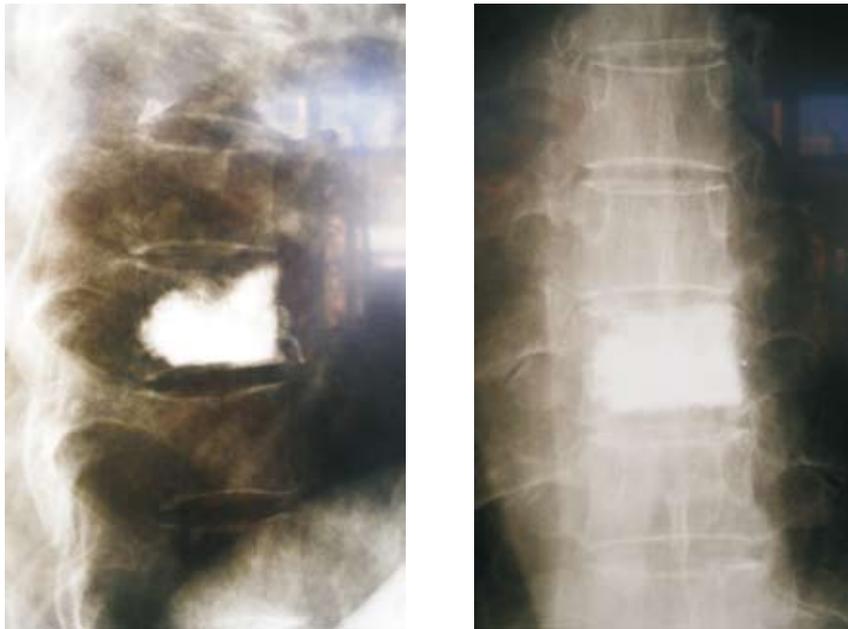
Рентгенограммы той же больной после операции
